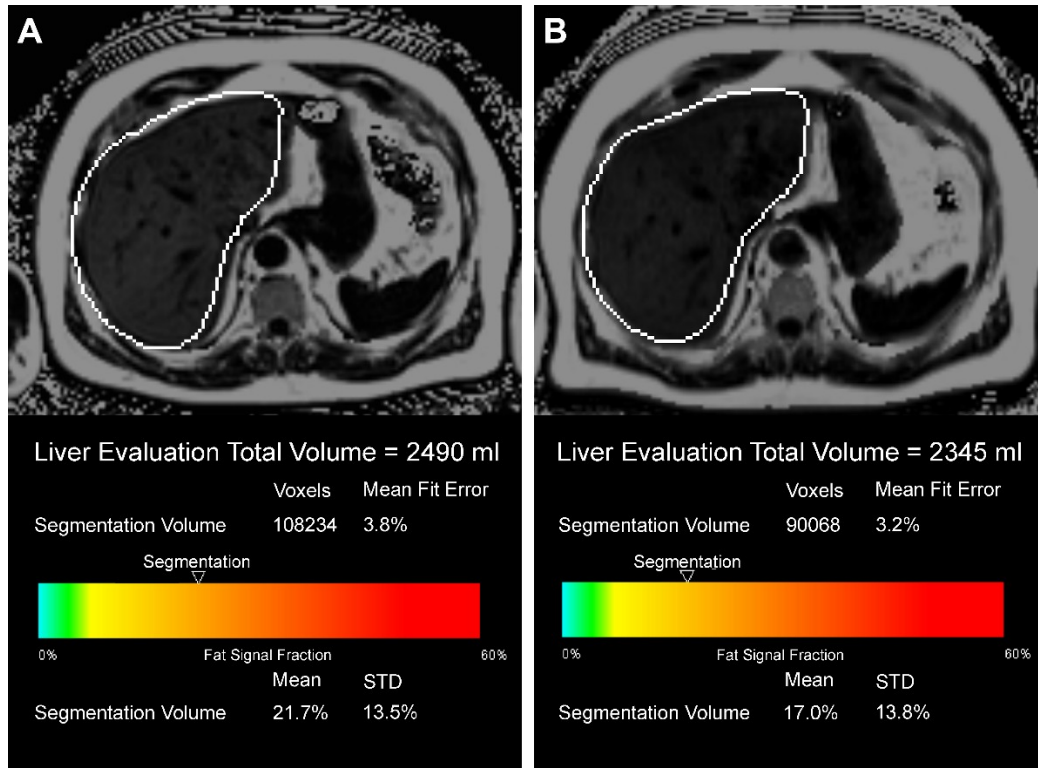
MRT-Bild mit Ergebnissen des Verlaufs von Lebervolumen und -fettgehalt eines Studienteilnehmers. Mit freundlicher Genehmigung der Radiologie Uni-Klinik Tübingen
